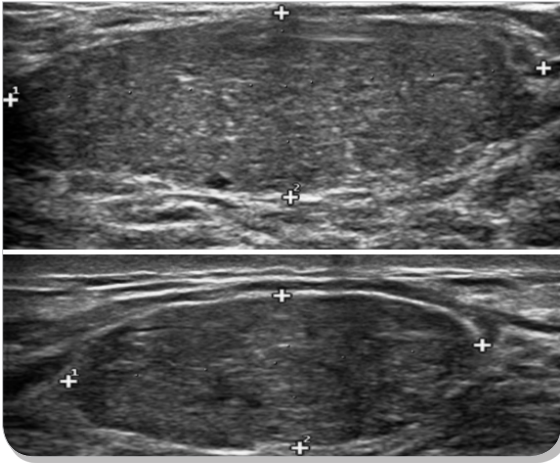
Ecografía mamaria: mama izquierda, cuadrante superior interno, que muestra un nódulo de 26 x 14 x 21 mm.
